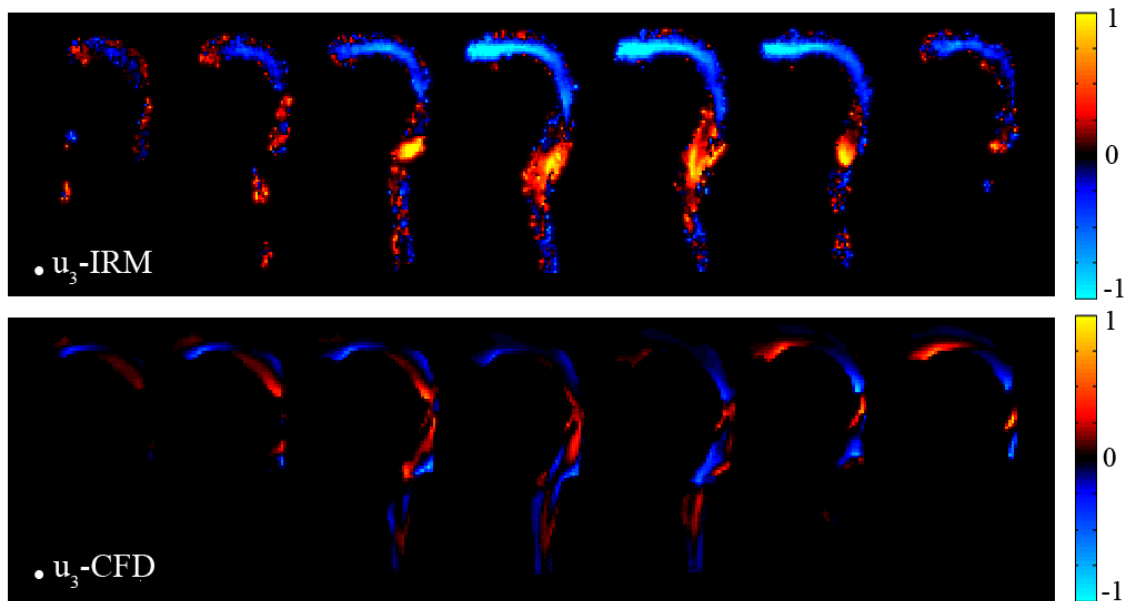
Cartes de vitesse, u_3 , selon la normale au plan image, (en $\text{m}\cdot\text{s}^{-1}$) mesurées par IRM de l'hélium-3 hyperpolarisé (haut) et calculées par CFD (bas).
